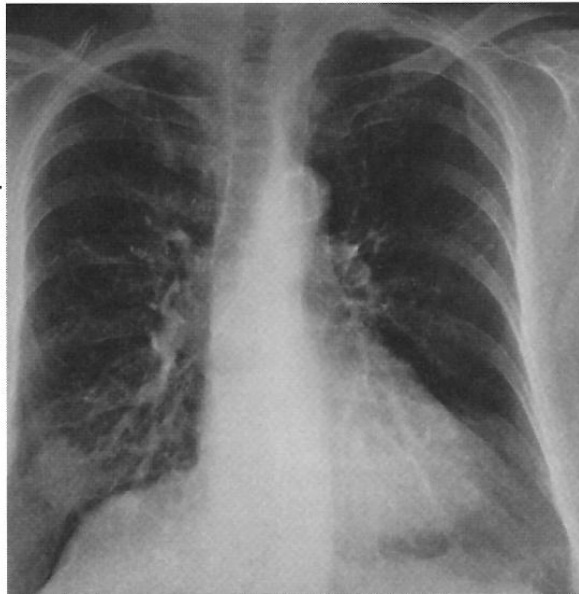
RADIOGRAFIE PULMONARĂ INCIDENTĂ POSTERO-ANTERIOARĂ: OPACITATE
